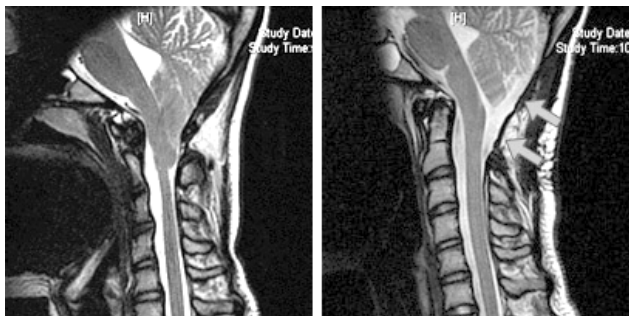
MRI a patient before (left) and after (right) surgery for Chiari malformation (from <http://weillcornellbrainandspine.org>)
